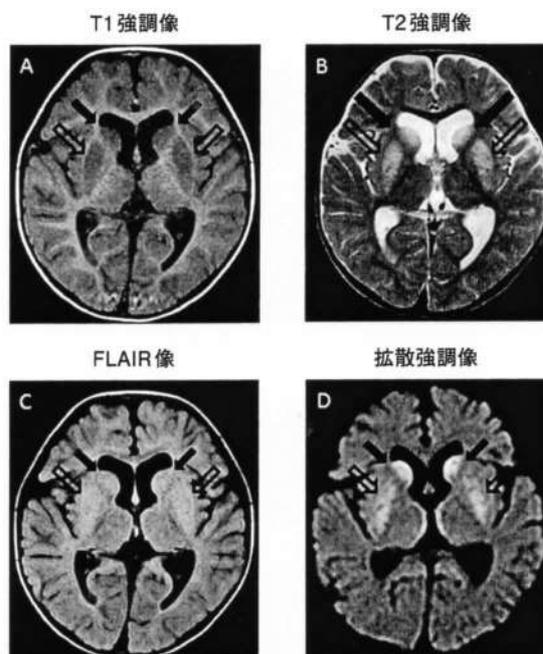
再入院時(17病日)の頭部MRI所見(尾状核, 被殻)
